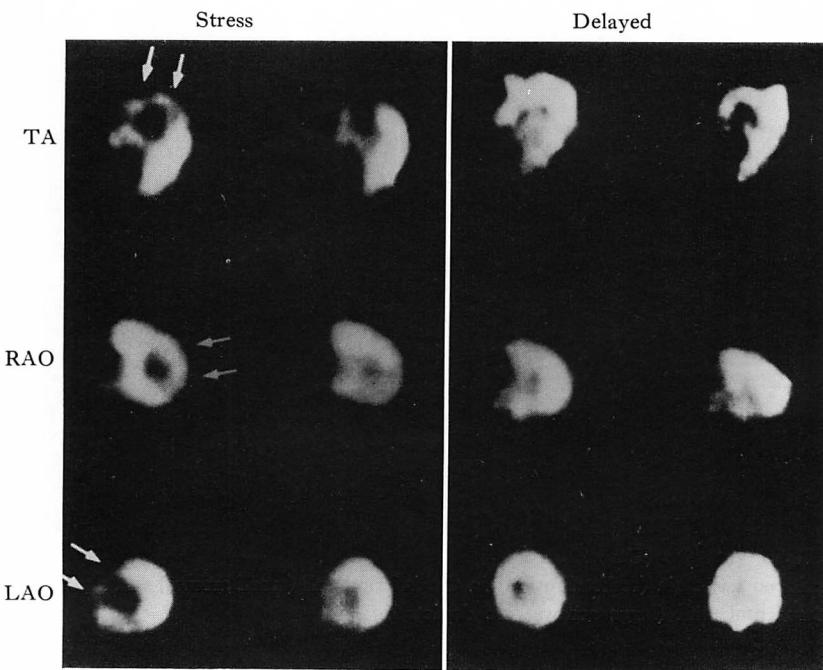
SPECT images (Case 1).
